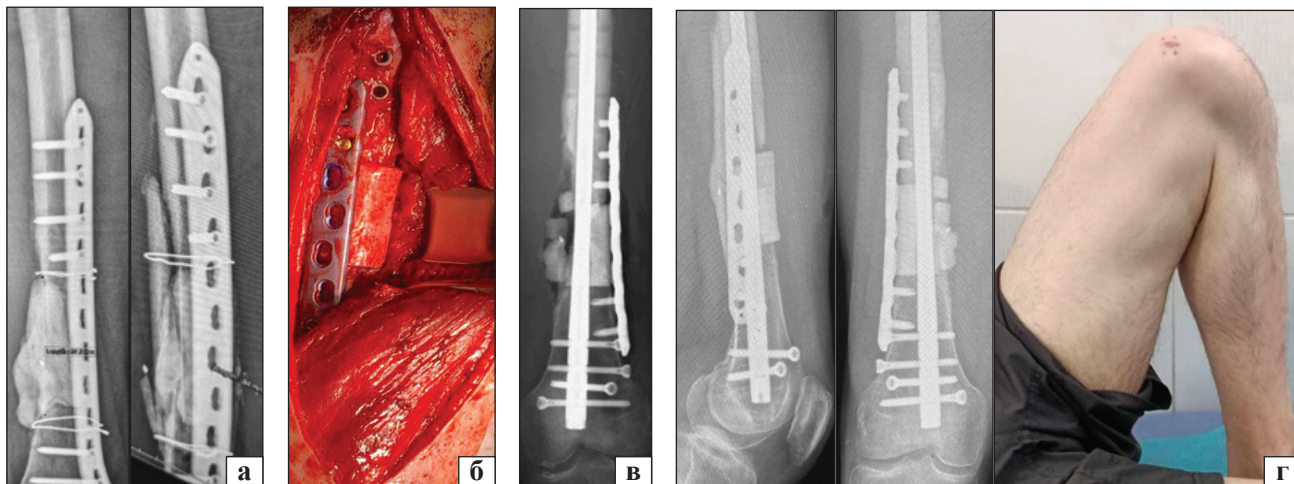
Приклад використання 3D-модельовання за умов використання виробів із КФКЛК. Рентген пацієнта з дефектом діафіза стегнової кістки після МОС пластиною та заміщення дефекту РММА спейсером (а), під час операції заміщення дефекту 3D-модельованим імплантатом КФКЛК (б), в після операційному періоді рентген контроль на наступний день після операції (в) та через 4 міс., фото прооперованої кінцівки після відновлення функції (г)
